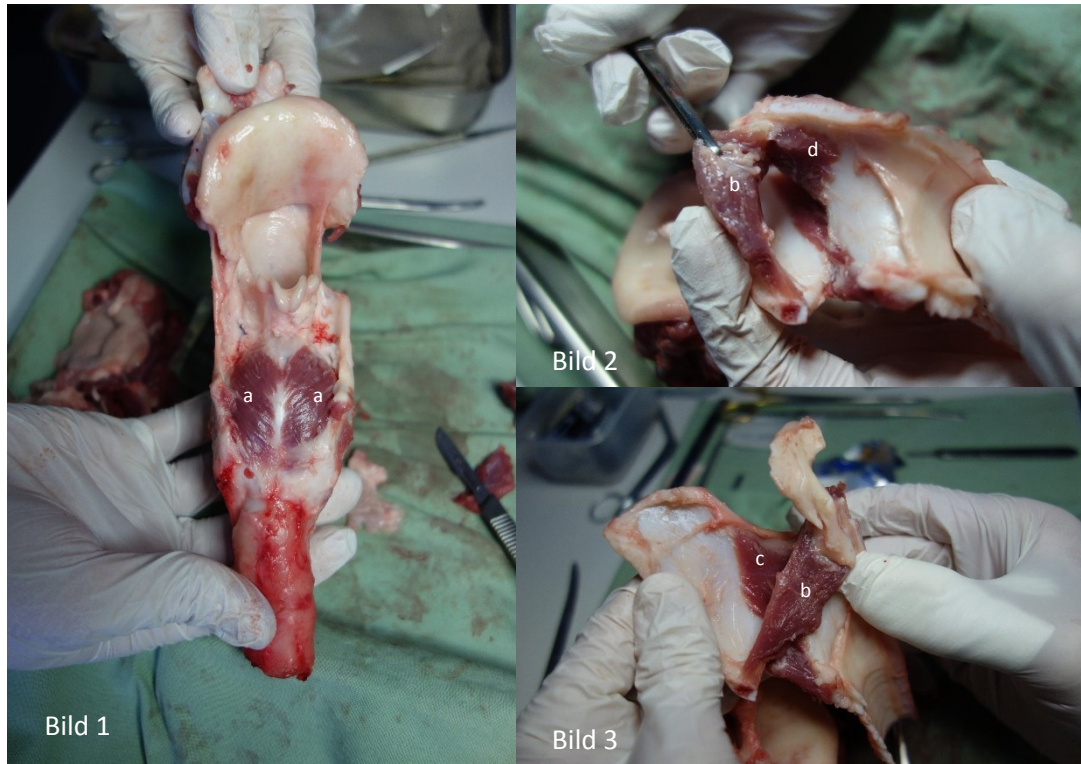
Der Schweinelarynx, nach seiner Präparation; Bild 1: Ansicht von dorsal mit PCA (a); Bild 2 und 3: Ansicht von luminal nach Halbierung: M. vocalis (b), CT (c) und Lateralis (d)
